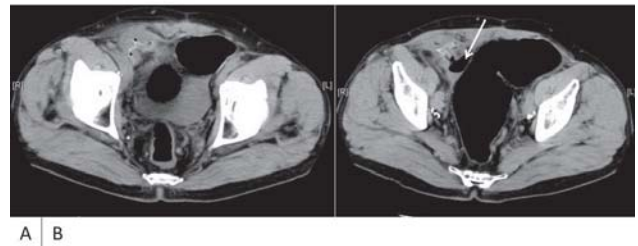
腹部単純CT. 右鼠径部に屈曲したメッシュと思われる線状の高吸収域を認め, 周囲に gas 像を伴っていた (A). メッシュは盲腸 (矢印) と接し, 一部内腔へ突出しているような象が認められた (B).
